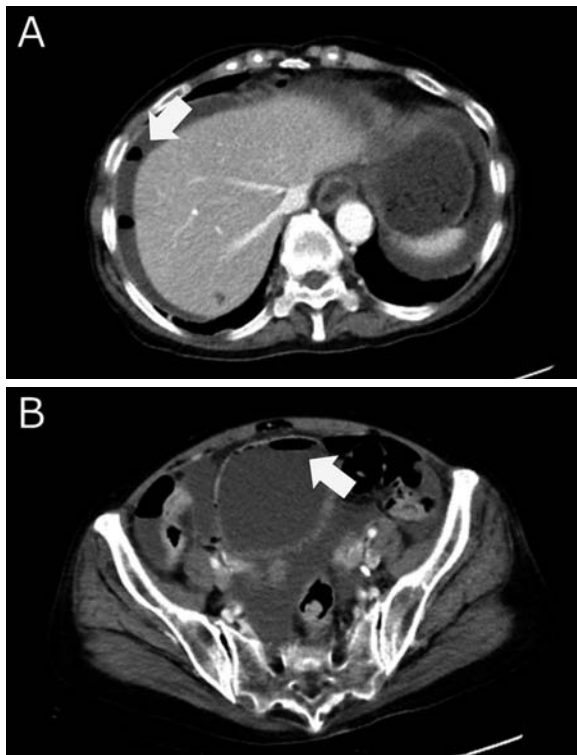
A: Computed tomographic shows intraperitoneal free air and ascites fluid. B: Computed tomographic shows air and a large amount of urine in bladder.
